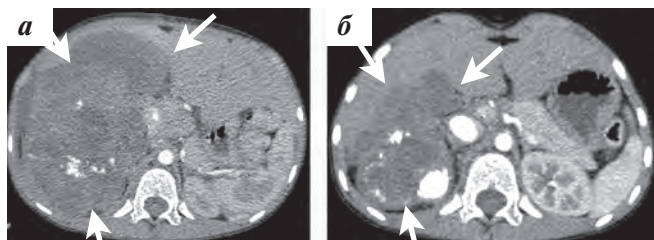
КТ ОБП: а — первичное исследование (09.11.2020); б — динамическое наблюдение в процессе лечения (11.12.2020). Сокращение размеров опухоли с $11 \times 15 \times 20$ см до $5 \times 5 \times 7$ см (указано стрелками)
